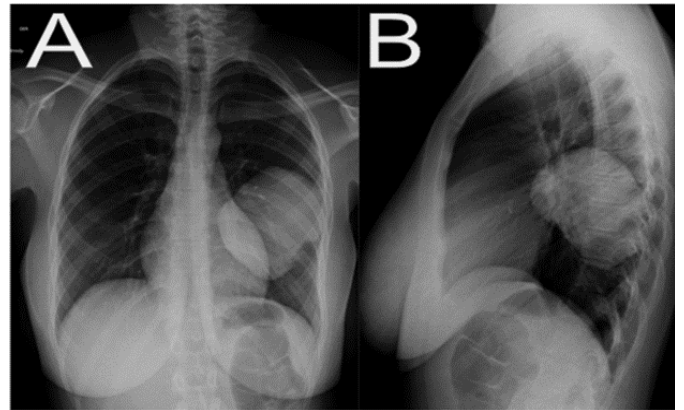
a. Radiografía de Tórax PA se observa imagen radiopaca ovalada de bordes lisos y definidos, localizada en el lóbulo inferior izquierdo, que no desplaza estructuras mediastinales. b. Radiografía de Tórax lateral imagen radiopaca ovalada de bordes lisos y definidos, localizada en el lóbulo inferior izquierdo, que no desplaza estructuras mediastinales.
